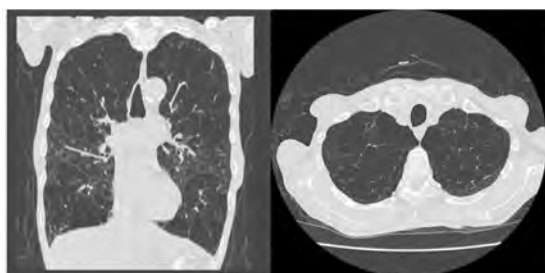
胸部単純CT画像 (前額断・肺上葉水平断)
